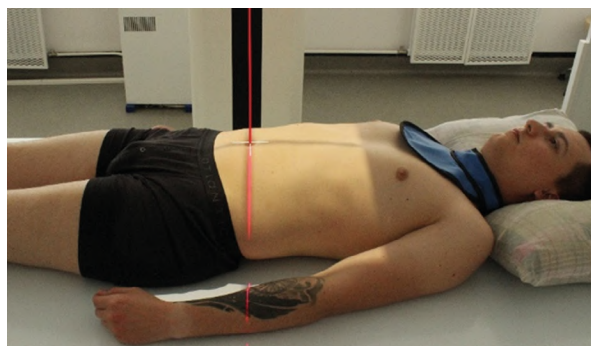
Рентгенография живота. Задняя прямая проекция
